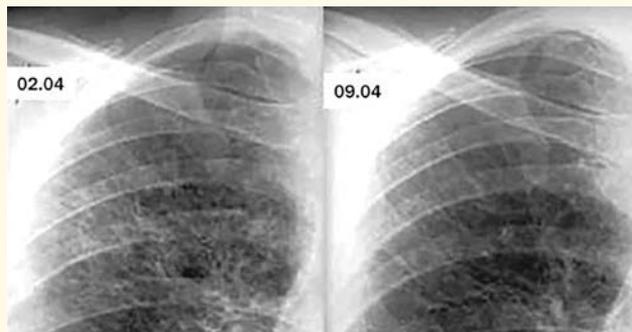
Фрагменты рентгенограмм до и через неделю после начала терапии. Значительное уменьшение интерстициальной инфильтрации и мелкоузелковой ретикулонодулярной диссеминации
